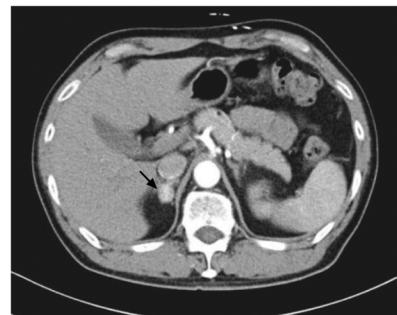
患者肾上腺增强CT示右肾上腺内侧支可见大小约1.9 cm×1.4 cm的略低密度结节(2020年12月17日，箭头)
